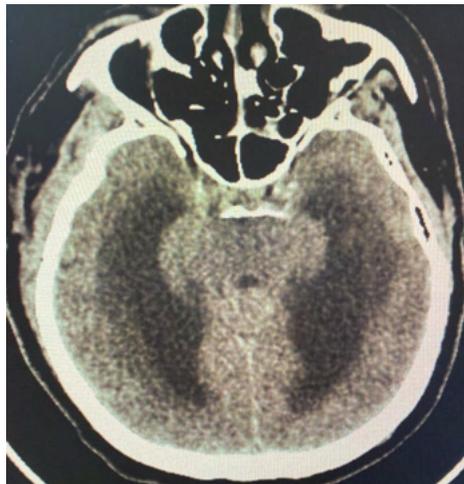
TC de crânio evidenciando aumento do edema vasogênico de permeio ao hematoma cerebelar, medindo 3,5x2,0x1,5 centímetros (50 mililitros), compressão do IV ventrículo, herniação transtentorial, dilatação do sistema ventricular com sinais de transudação líquórica.
